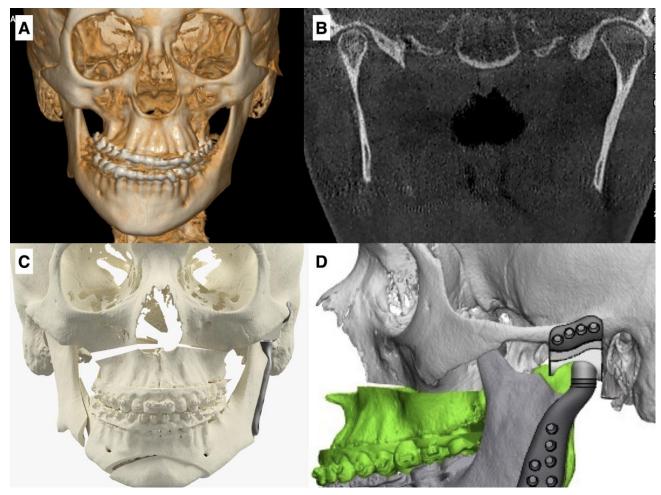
A. Asimetría facial asociada a crecimiento del cóndilo mandibular izquierdo. B. Imagen tomografía que demuestra condición y diferencias de tamaño entre el cóndilo derecho e izquierdo. C. Diseño de cirugía ortognática y reemplazo de la ATM izquierda debido a la planificación de condilectomía baja. D. Diseño de prótesis de la ATM izquierda.
